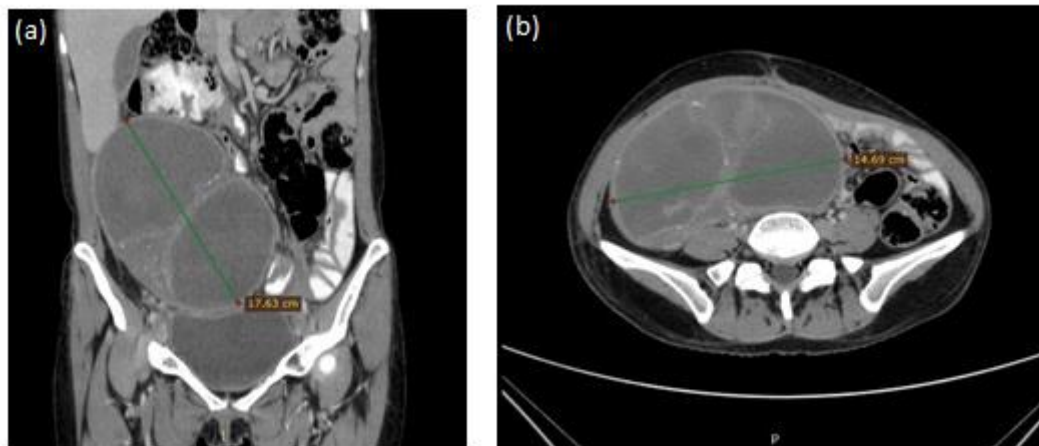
Imágenes representativas de tomografía de abdomen contrastada mostrando respuesta parcial tumoral. (a): Corte coronal con tumor de 17.63 cm (línea verde) y sin ascitis. (b): Corte axial con tumor de 14.69 cm (línea verde).
